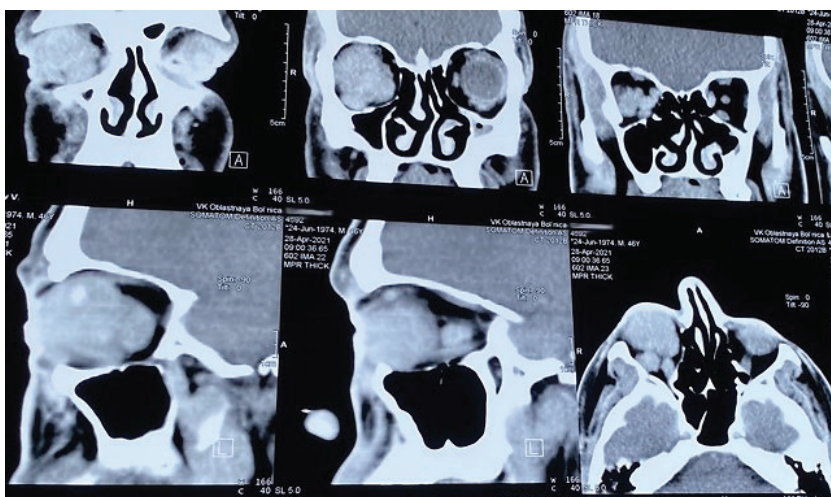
Компьютерная томограмма пациента, в правой орбите определяется объёмное мягкотканное образование с неровным контуром
